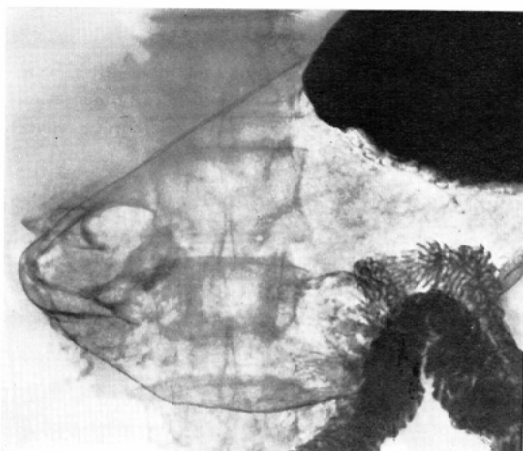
Case 1: X-ray picture taken after 7000 rad irradiation, with concomitant administration of 12 g of 5FU, indicating moderate reduction in size of tumor.
